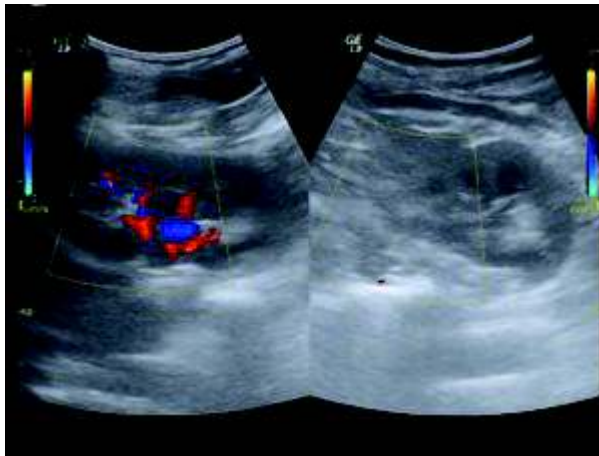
Imagem ultrassonografia-doppler demonstrando ausência de fluxo sanguíneo com áreas de infarto em rim esquerdo. Disponível em <http://www.ecografiaclinica.es/infarto-renal/> acessado em 14.03.16
